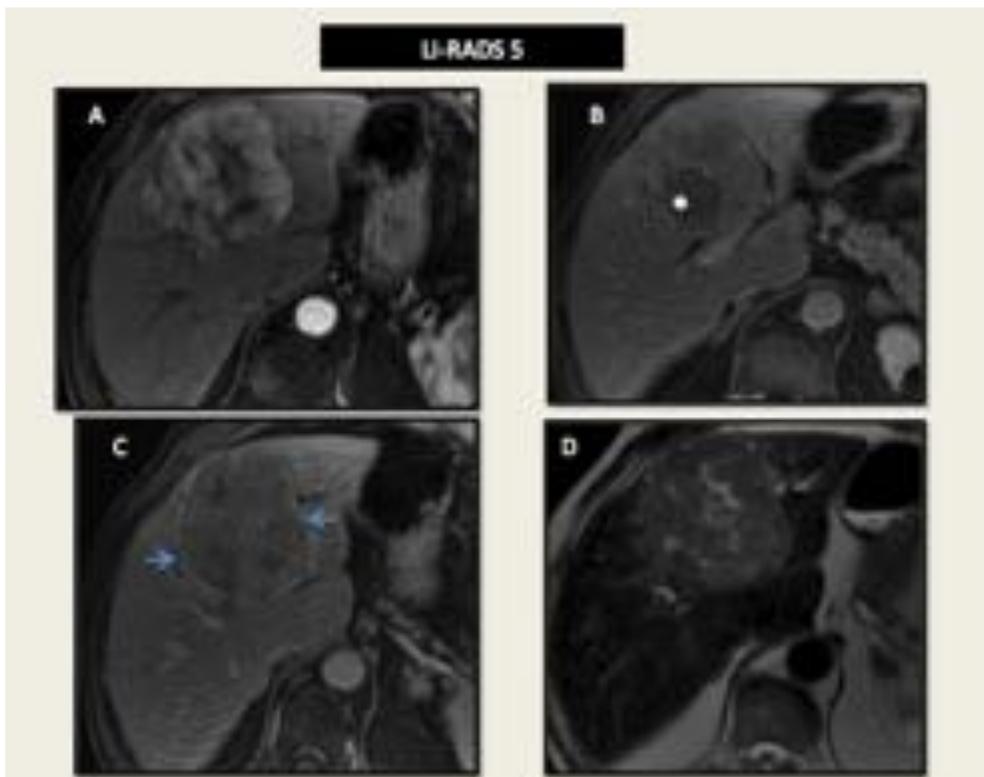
RM secuencias axiales potenciadas en T1 con civ y secuencia axial T2. Masa de 80 mm en segmento IV, con realce arterial con componente de necrosis central y patrón en mosaico (A) En fase portal, áreas hipointensas redondeadas en el interior de la masa que dan la apariencia de nódulo dentro de otro nódulo (B, asterisco). En fase venosa tardía (figura C) se identifica lavado de la lesión y pseudocápsula (flechas azules). Moderada hiperintensidad en T2 (D). LIRADS 5.
